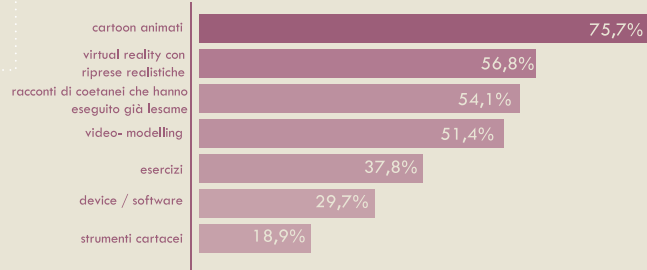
Risultati relativi al servizio di simulazione MRI Play del reparto di diagnostica per immagine dal punto di vista dei professionisti della psicologia.
